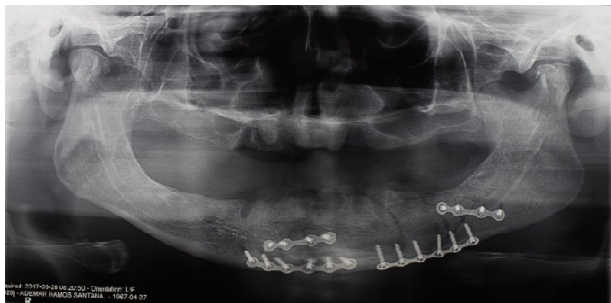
Radiografia panorâmica imediata do pós-operatório.
